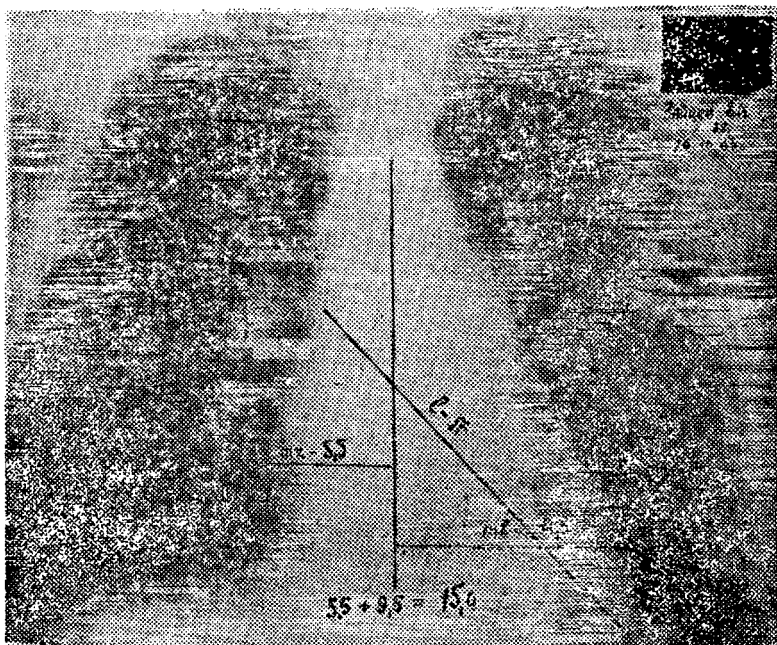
Телерентгенограмма больного 3. через 20 дней после дефибрилляции.
